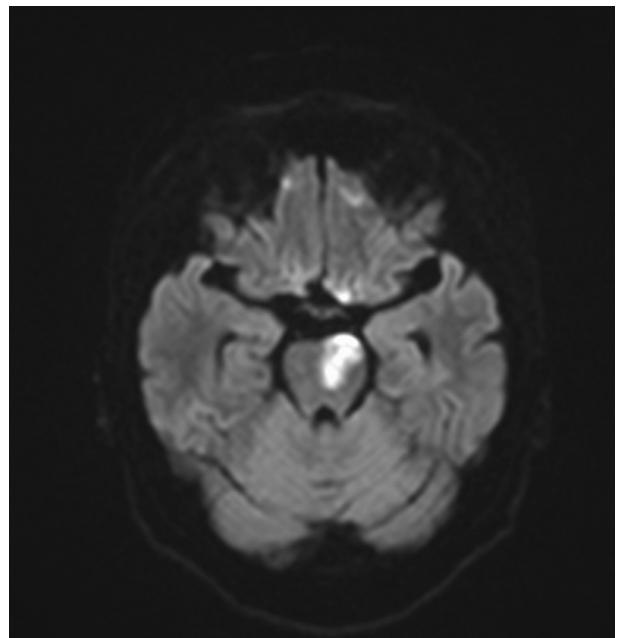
Branch atheromatous disease 橋傍正中動脈領域 (MRI 拡散強調画像)
